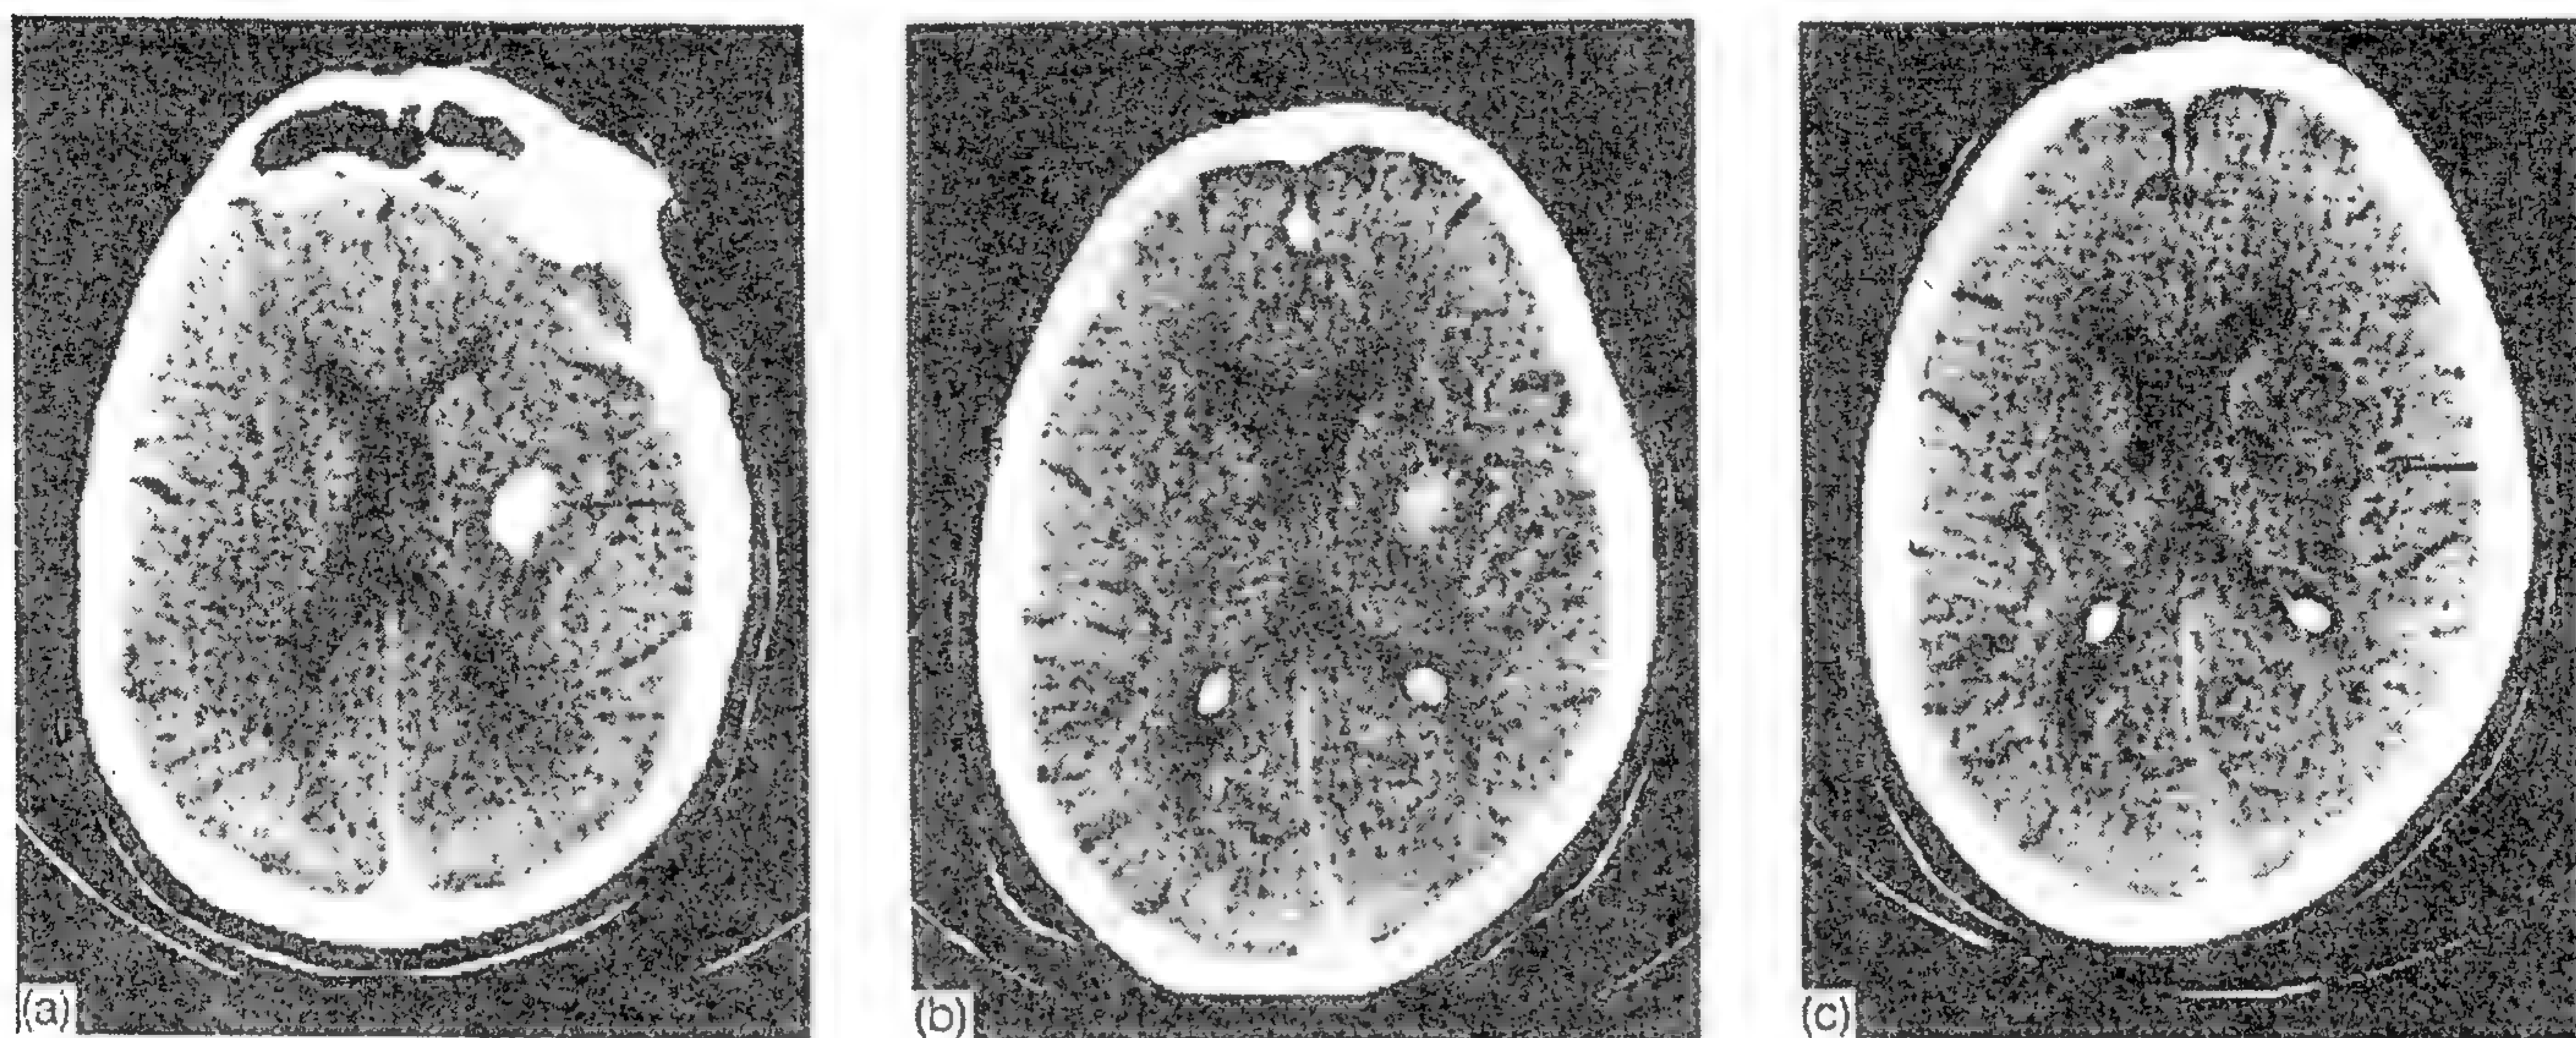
Examen CT în hemoragii cerebrale: *a* - la 4 zile după ictus hematoma apare ca o imagine clar hiperdensă în ganglionii bazali drepti (săgeată); *b* - la 12 zile hiperdensitatea este atenuată; *c* - la 18 zile imaginea hiperdensă a fost înlocuită de o zonă hipodensă (săgeata) care, în absența imaginilor precedente, ar putea fi greșit interpretată ca imagine de infarct cerebral.
